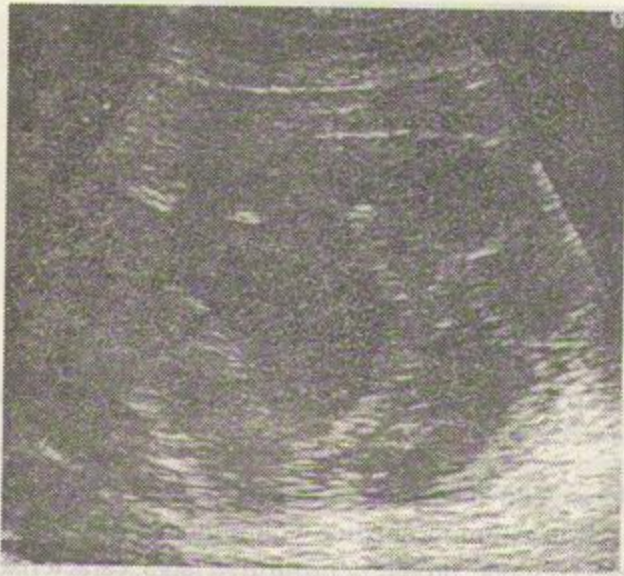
Secțiune ultrasonografică la nivelul ficatului evidențiind numeroase formațiuni chistice, de dimensiuni diferite (chisturi hidatice multiple).
